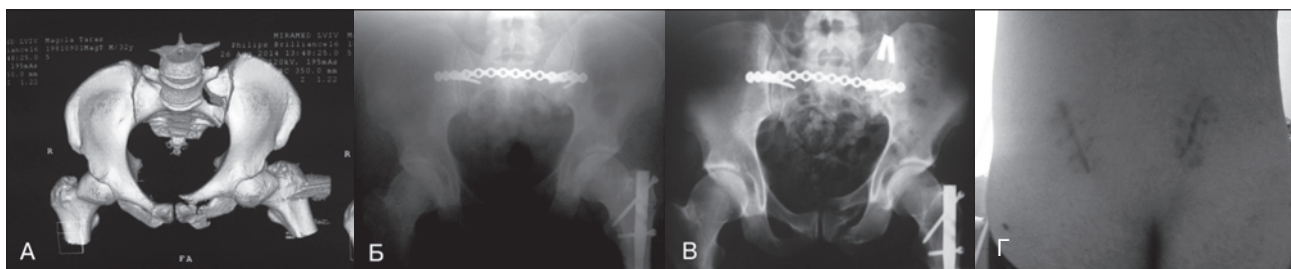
Фотовідбитки рентгенограм та КТ хворого К, 30 р., історія хвороби № 1236: А — візуалізація переломів за допомогою 3D-реконструкції; Б, В — хірургічне втручання, остаточна фіксація пошкодження цілісності заднього півкільця накістковою реконструктивною пластиною та кортикальними гвинтами (Б — після операції, В — через 6 міс. після операції); Г — міні-інвазійні доступи, післяопераційні рубці
